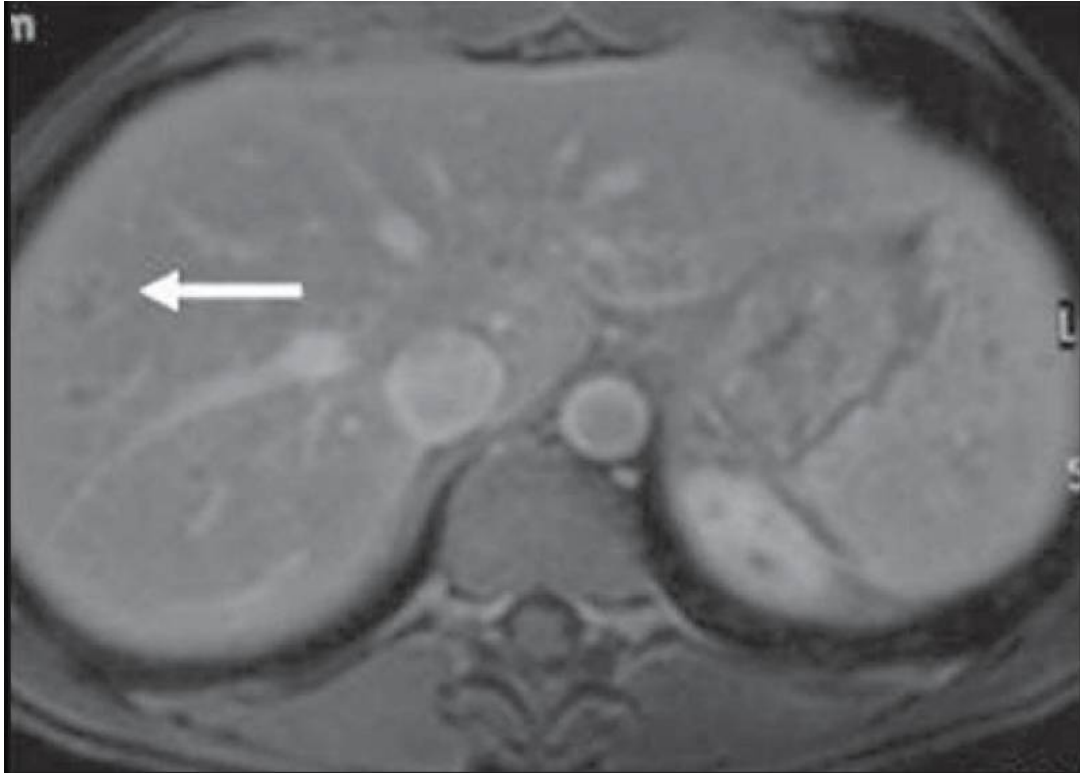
Tuberculose hépatique miliaire. Une IRM axiale renforcée au gadolinium, une image pondérée en T1 avec suppression des graisses identifie des nodules hypovasculaires multiples et petits qui n'ont pas pu être détectés lors de l'examen de suivi après un traitement approprié.[123]
